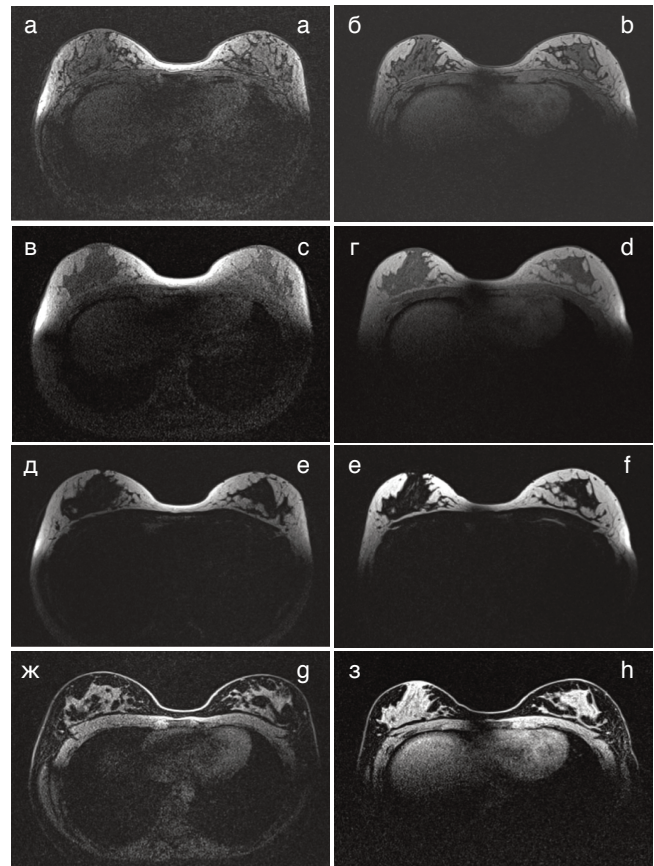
МР-изображения двух здоровых добровольцев, полученные на томографе 1,5 Тл (импульсная последовательность с технологией «Диксон») с поверхностной катушкой для тела (а, в, д, ж) и разработанным метаустройством (б, г, е, з)
